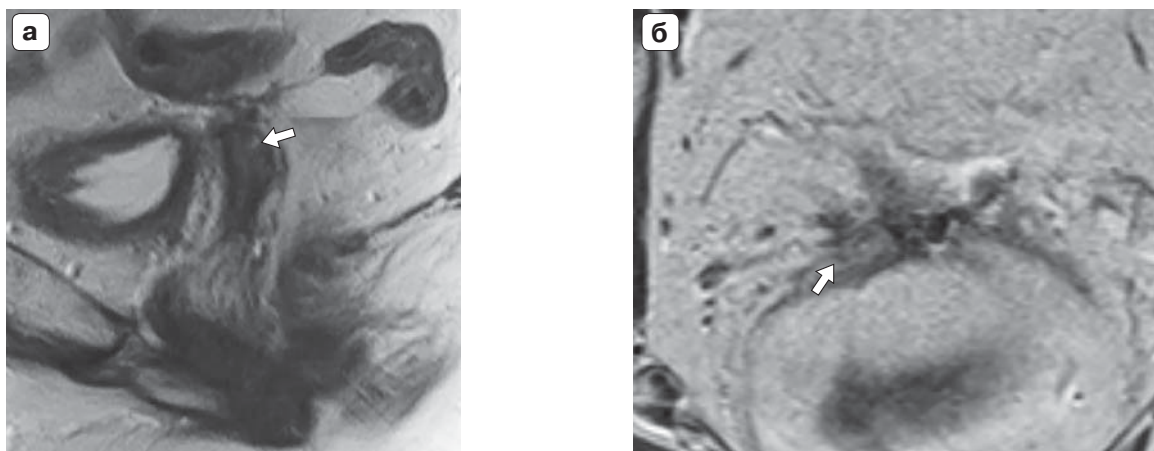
МР-томограммы органов малого таза больной раком эндометрия Ib стадии с рецидивом в куполе культи влагалища. а – T2ВИ в сагиттальной плоскости; б – T2ВИ в аксиальной плоскости. Визуализируются асимметрия купола культи влагалища ($D > S$), появление участка неоднородно повышенного МР-сигнала, соответствующего опухолевой ткани (стрелка).
